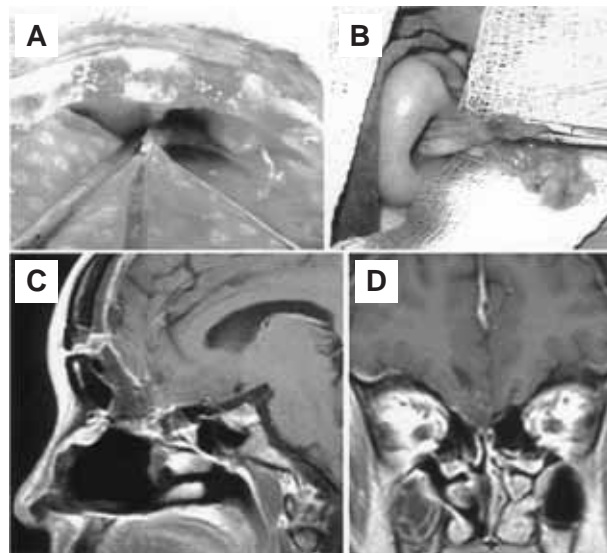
Durante el tratamiento quirúrgico se observó el defecto del surco olfatorio derecho por el cual protruían la duramadre y el cerebro (A). Una vez con la sección intracraneal, el encefalocele se retiró a través de la fosa nasal (B). La resonancia magnética de control (C y D) muestra ausencia del encefalocele.
